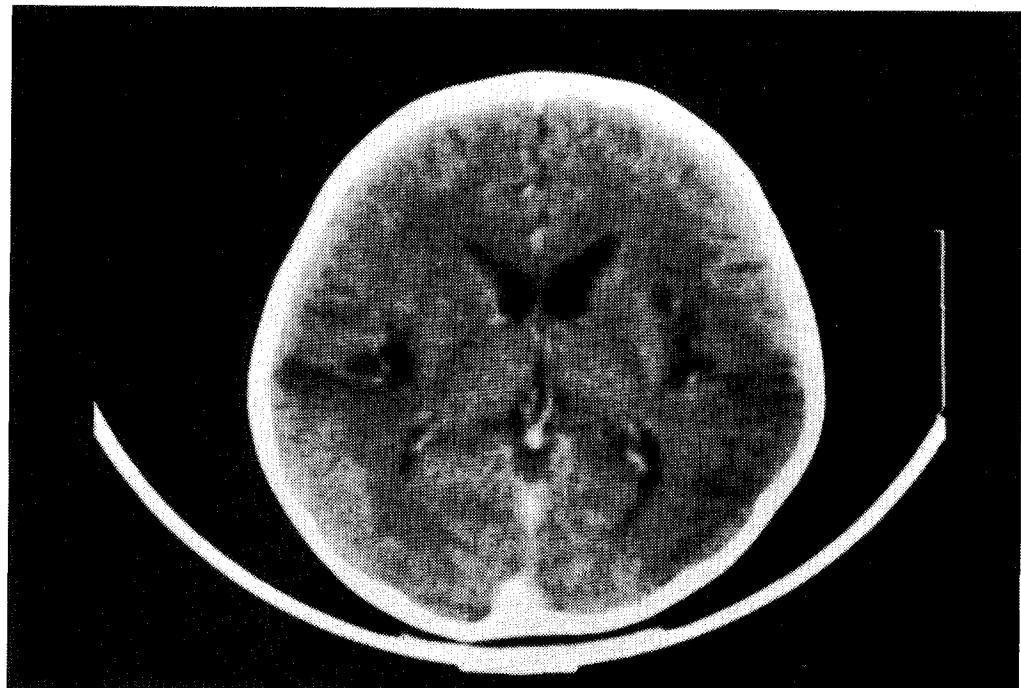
Brain CT shows low densities in bilateral temporal areas.
